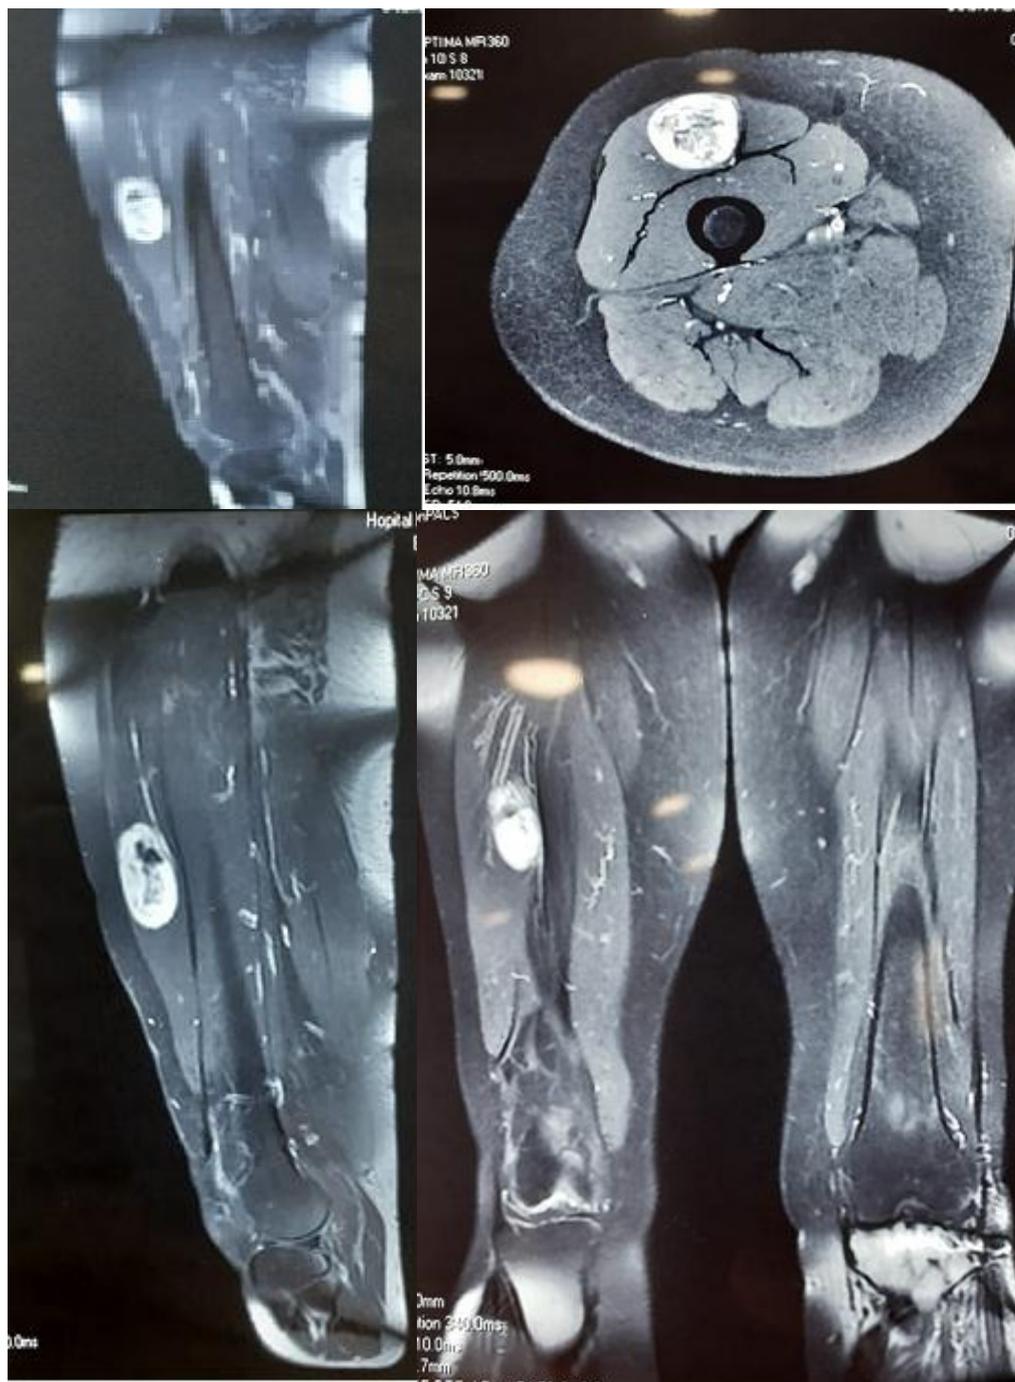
IRM de sarcome des parties molles de cuisse droite
